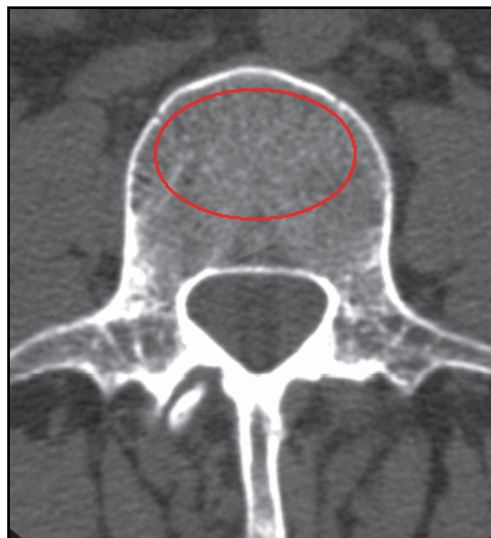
Markierung einer „region of interest“ (ROI) im Bereich der Spongiosa (trabekulärer Knochen) eines Wirbelkörpers (Bildmaterial: Firma Mindways CT)
